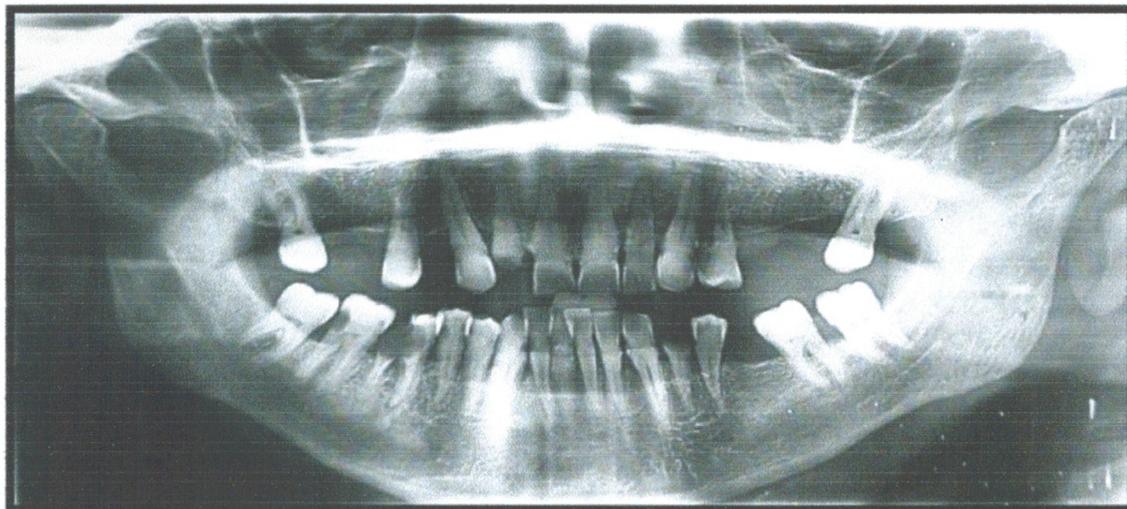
radiographie panoramique dentaire du cas.
